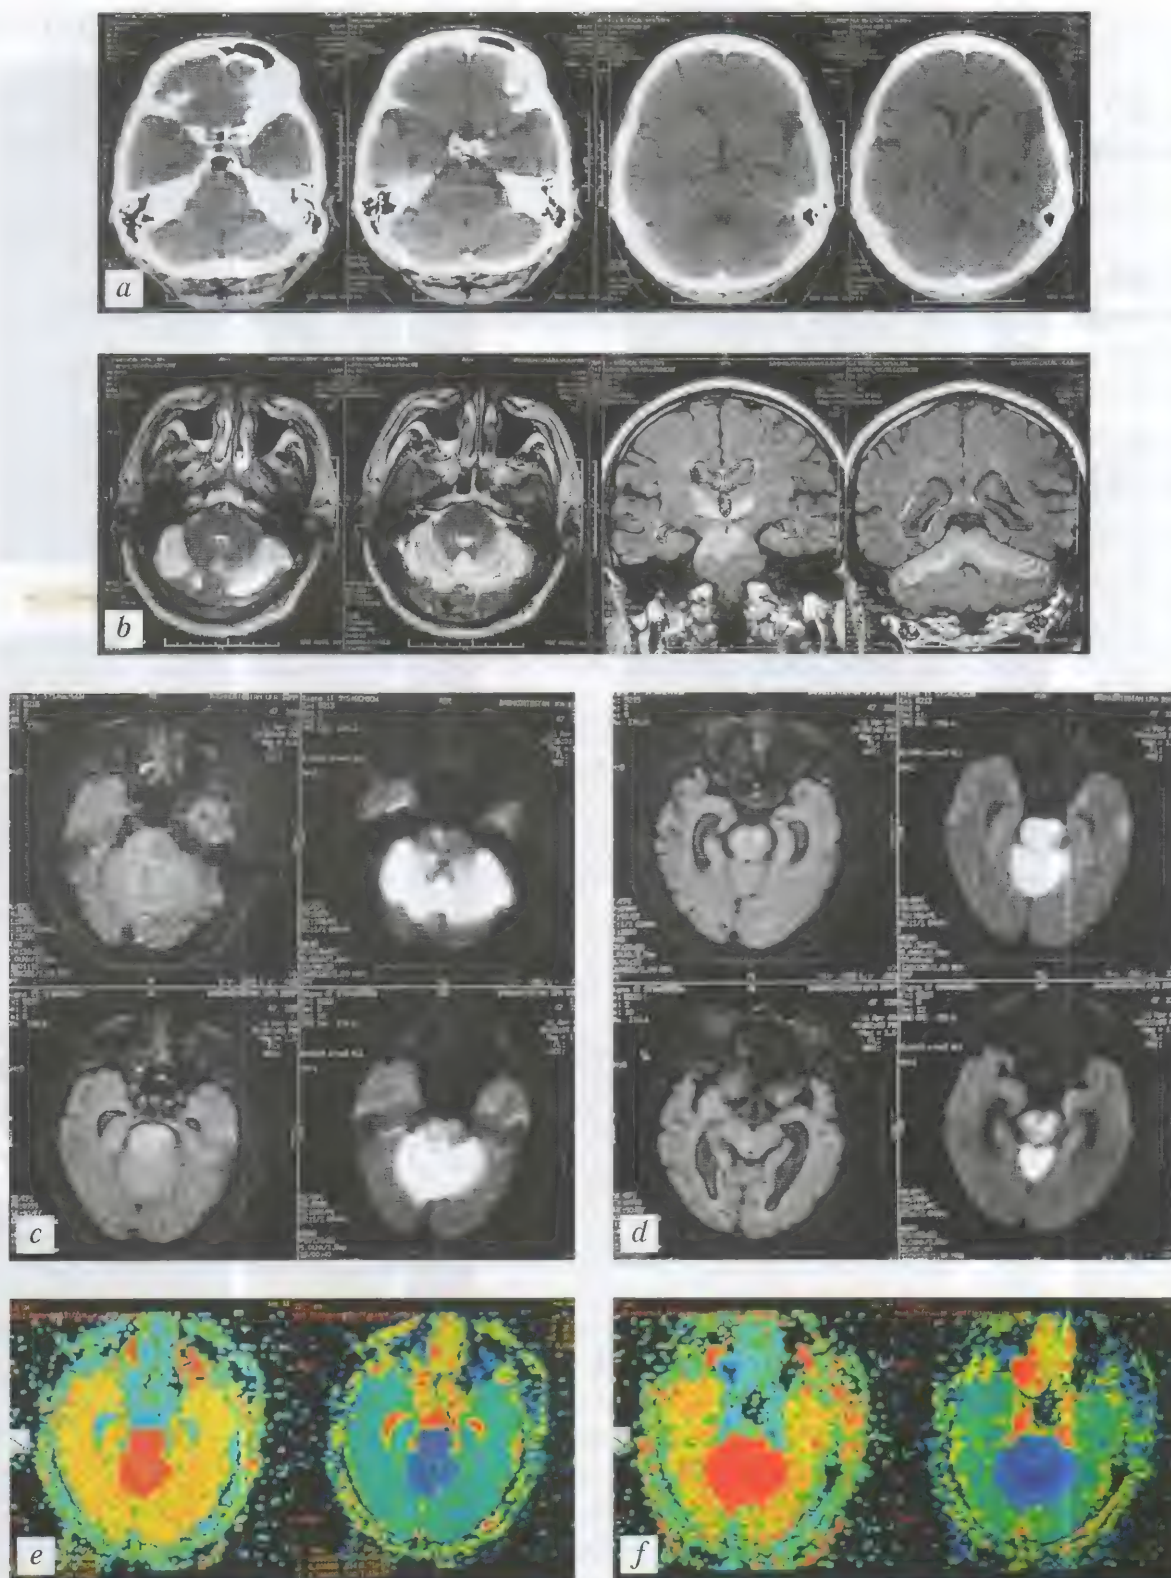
Больной С., 47 лет. Субтенториальный инфаркт. Зона гипоперфузии в области червя мозжечка, моста и в ножках мозга. КТ (неконтрастная) — *a*; МРТ: T2-ВИ, FLAIR — *b*; ДВИ — *c, d*; ПВИ — *e, f*
